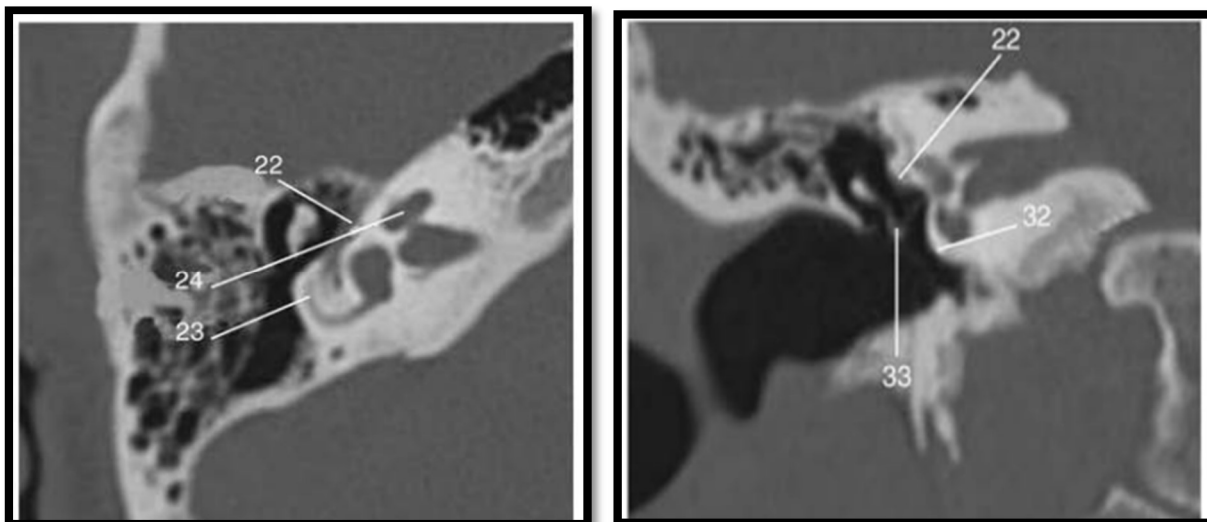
Aspect TDM en coupes axiales de l'oreille moyenne droite.
